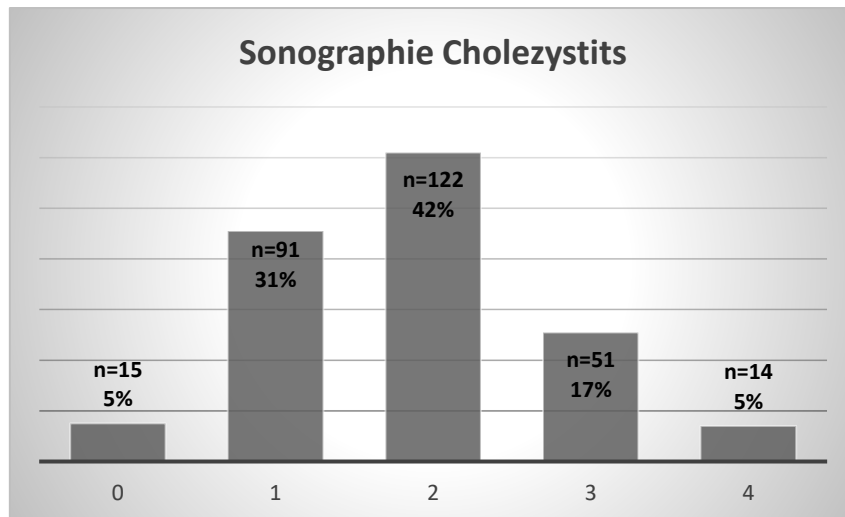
Sonographie bei der Cholezystitis anhand vier Befundkategorien
